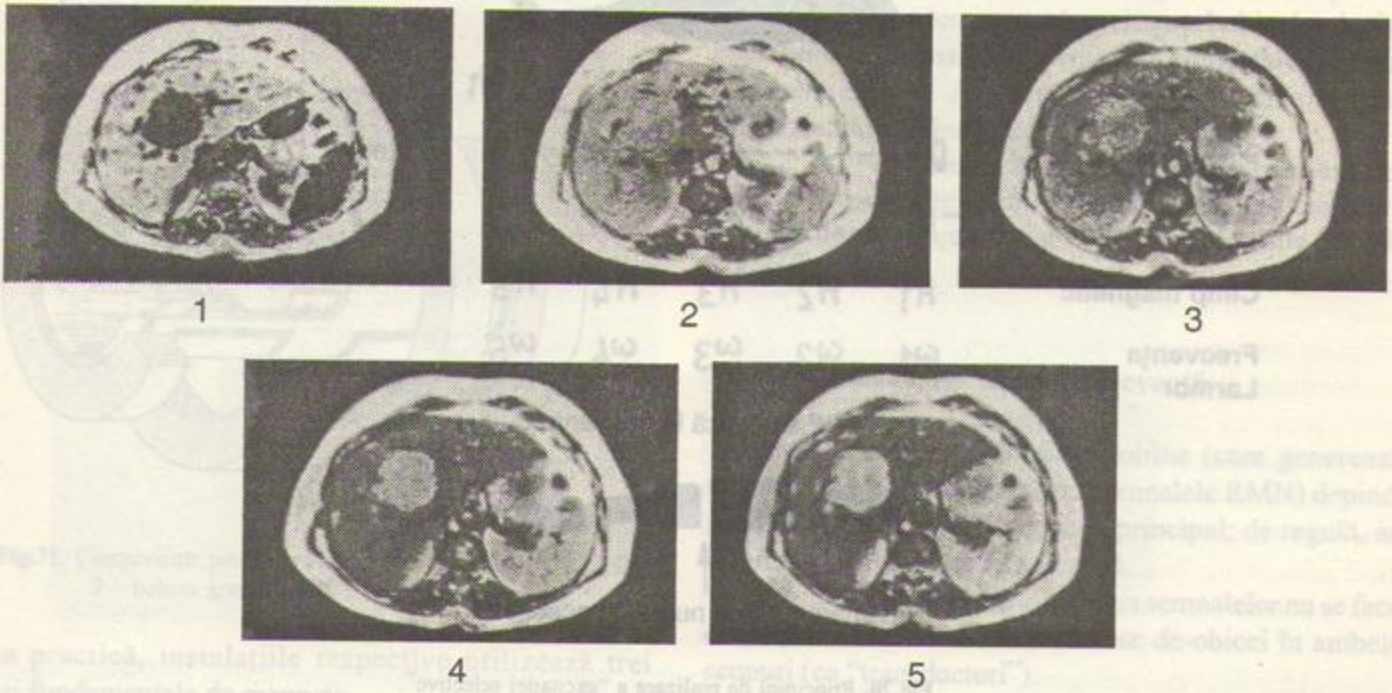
Efectul secvenței pulsului și mărimii variabilelor asupra imaginii RM. 1.Regenerare prin inversie:  $TR=1400$ ,  $TI=400$ ; celelalte imagini sînt eco de spin; 2. $TR=540$ ,  $TE=20$ ; 3. $TR=1040$ ,  $TE=20$ ; 4. $TR=1080$ ,  $TE=40$ ; 5. $TR=2080$ ,  $TE=40$ .
